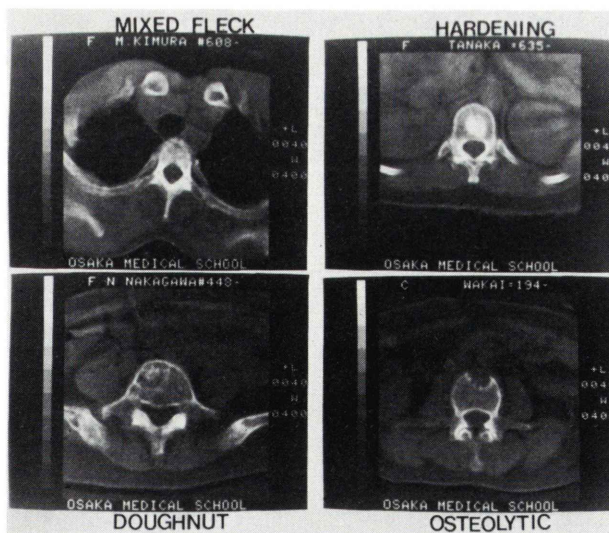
Classification of CT images on metastatic bone tumors and the examples.
